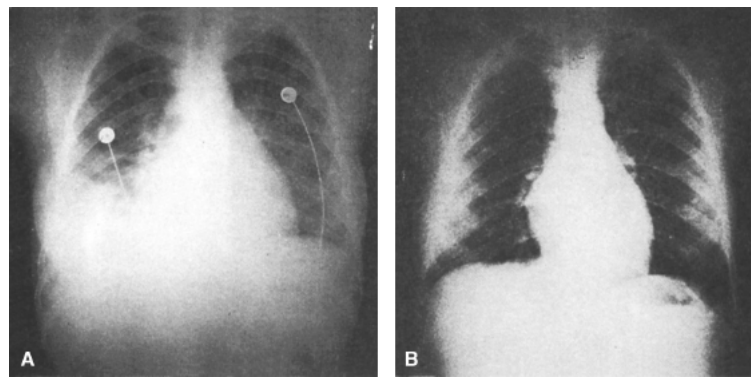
Insuficiência cardíaca (paciente monitorado). A. A radiografia do tórax evidencia cardiomegalia, congestão pulmonar e derrame pleural à direita. B. Após o tratamento, observam-se normalização da área cardíaca, desaparecimento da congestão pulmonar e do derrame pleural.
